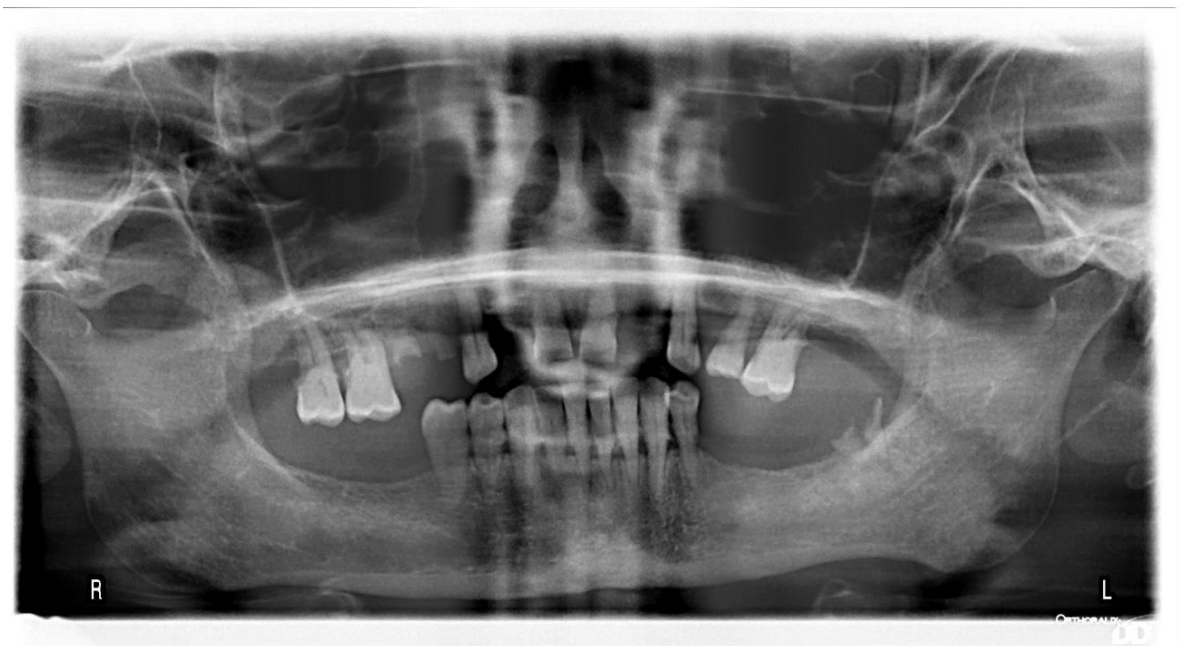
Radiografía Panorámica (OPG)
